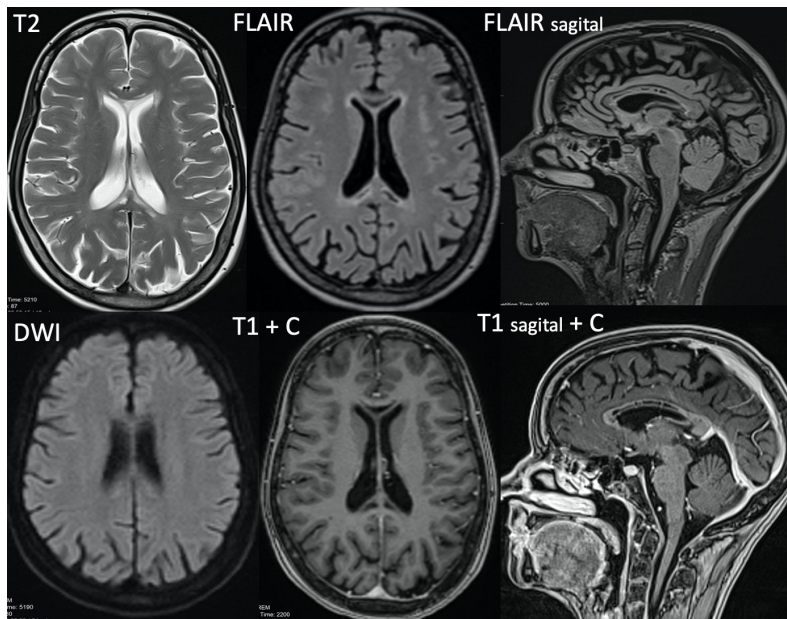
RM cerebral de control a los 8 meses - importante disminución de la tumefacción y del edema del cuerpo caloso, con reducción de su tamaño respecto al control previo; asocia múltiples cavidades de aspecto quístico confluyentes unas con otras, hiperintensas en T2, hipointensas en FLAIR y en T1, que no restringen en el estudio de difusión DWI y no presentan realce tras la administración de contraste, hallazgos sugestivos de zonas de necrosis en el contexto evolutivo de la enfermedad de Marchiafava-Bignami.
